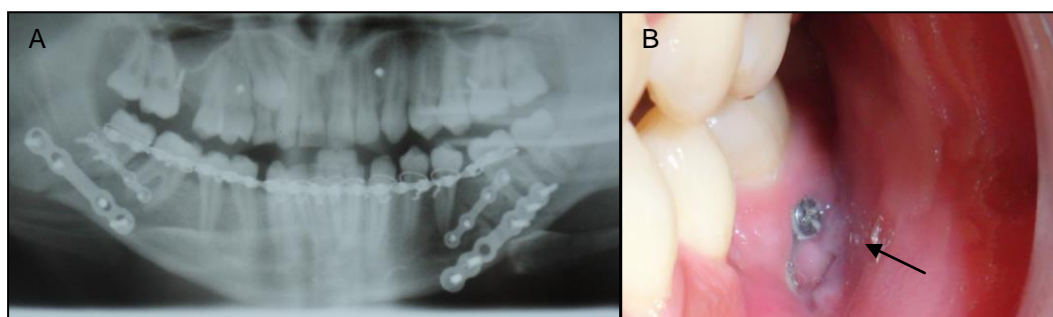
A. Radiografía control de post tratamiento quirúrgico de fractura mandibular doble (cuerpo bilateral). B. Exposición intraoral de elementos de osteosíntesis en la zona del cuerpo mandibular izquierdo.
